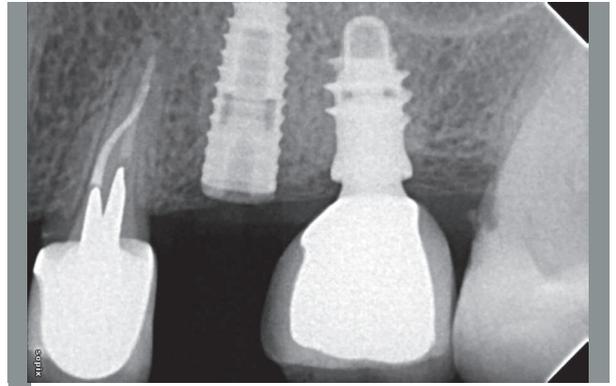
Radiografia alla fine della chirurgia implantare con impianto 3.8 Tapered inserito in sede 25
